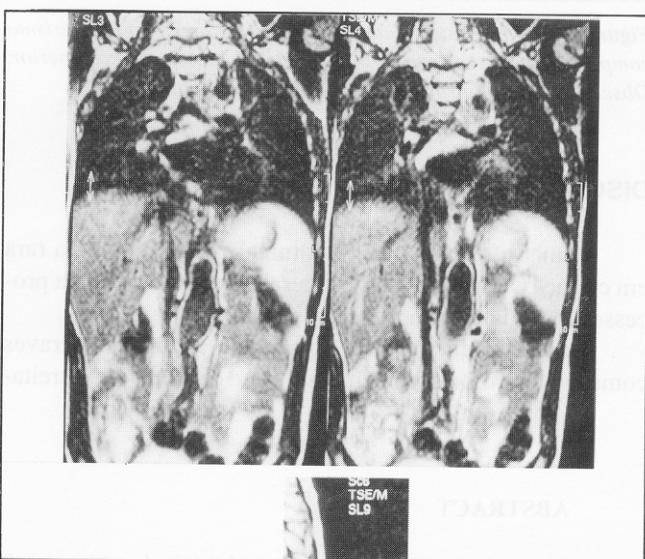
Ressonância nuclear magnética (RNM), vista AP, demonstrando aneurisma sacular de aorta abdominal, comprometendo ramos viscerais. Observar diâmetro normal da aorta infra-renal.
